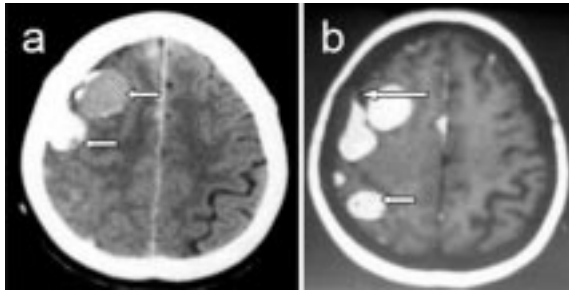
a) Kontrastsız BT de bir kısmı kalsifiye multipl hipodens kitleler, posteriordaki meningioma komşu sinüse ve periosseöz yapılarla invazyon göstermektedir. b) MR da T1 ağırlıklı kontrastlı aksial kesitlerde konveksite düzeyinde homojen kontrast tutulumu (kısa ok) ve dural boyanma (uzun ok) gösteren multipl extraaksiyel kitleler.
